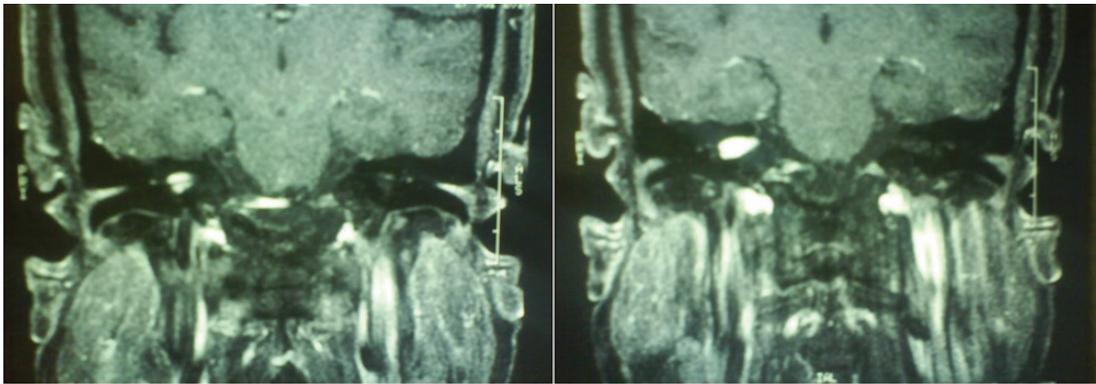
Ressonância Nuclear Magnética - Lesão expansiva que ocupa toda extensão do conduto auditivo interno direito (5 x 6 x 14mm), com margem lateral que estabelece contato com o fundo do conduto, sem extensão intralabiríntica.
